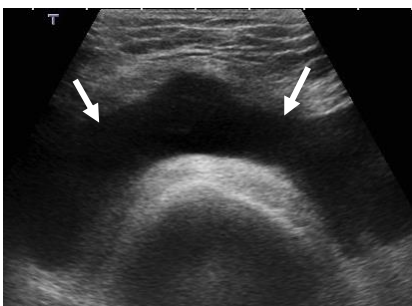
Derrame en la rodilla. Ecografía modo B, plano axial, muestra abundante cantidad de líquido anecoico de predominio suprapatelar, sin signos de infección o componente hemático.
